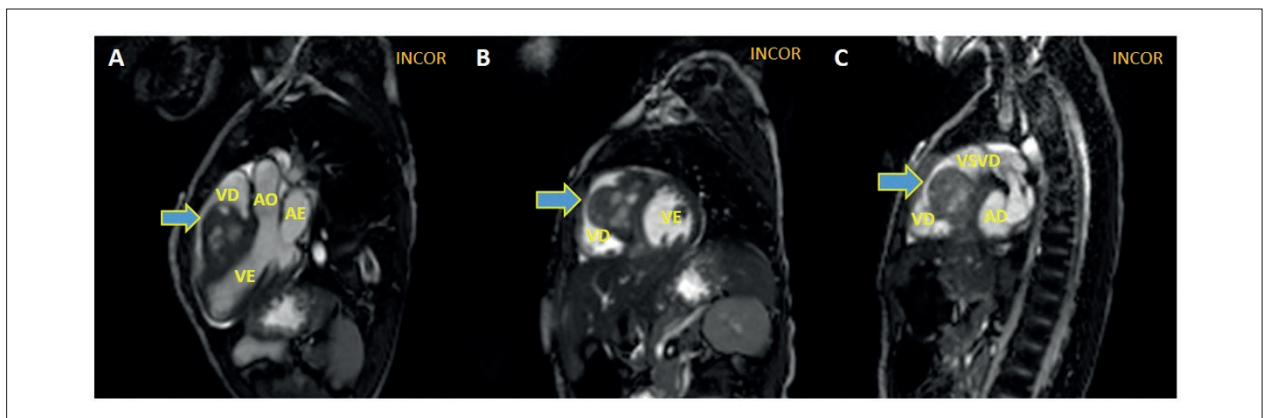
Ressonância magnética cardíaca com sequência de pulso “steady-state free precession”. (A) Plano longitudinal 3 câmaras em sístole mostrando massa expansiva localizada no septo intraventricular (seta). (B) Plano axial eixo curto exibe massa com extensão para VD (seta). (C) Plano axial eixo curto, observa-se obstrução do tumor na VSVD (seta). VE: ventrículo esquerdo; VD: ventrículo direito; AE: átrio esquerdo; Ao: aorta; AD: átrio direito; VSVD: via de saída do ventrículo direito.
